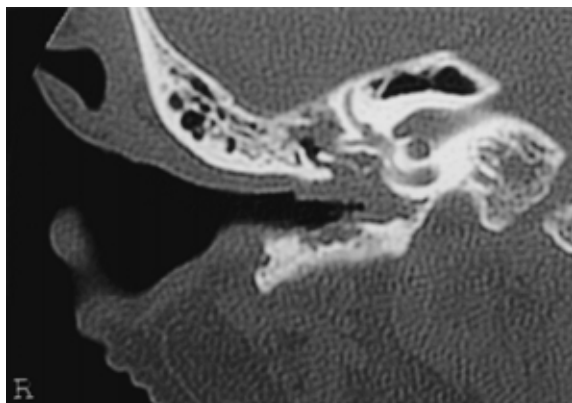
側頭骨CT冠状断(8月1日): 中耳への進展が高度になり, 含気をほとんど認めない。
